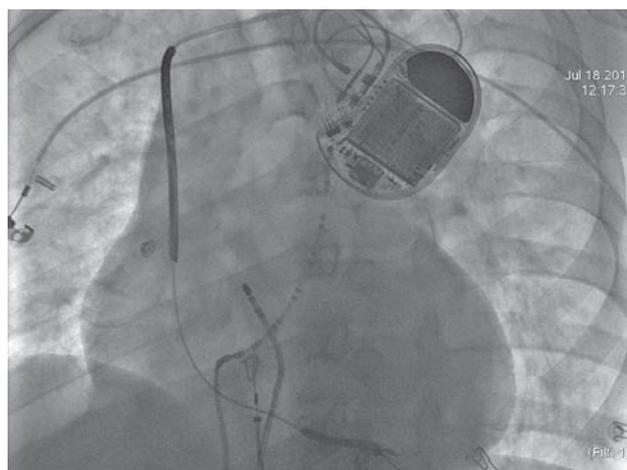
Рентгенография пациента при картировании желудочковой тахикардии.
